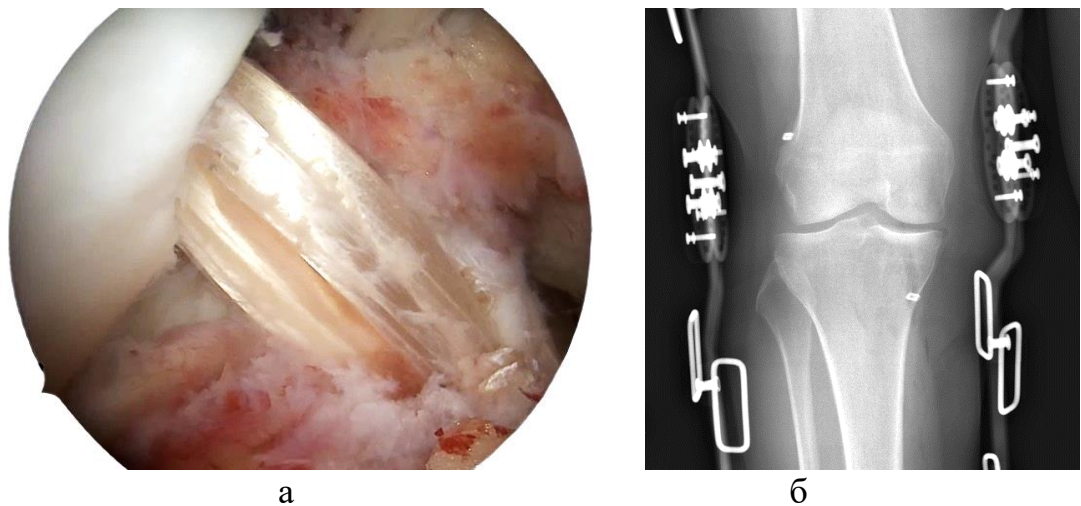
Пациентка С.: а - ауто трансплантат связки, б – послеоперационная рентгенограмма в ортезе
